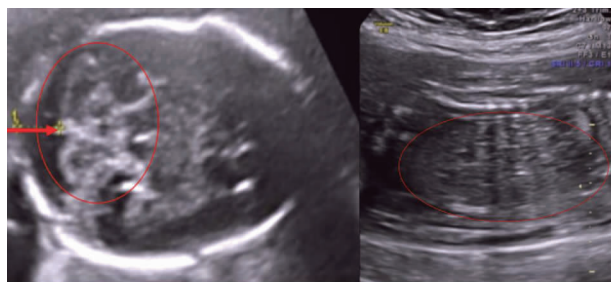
胎儿Ⅲ级超声图像(左图:脑部 Dandy-Walker 变异型;右图:多囊肾)
